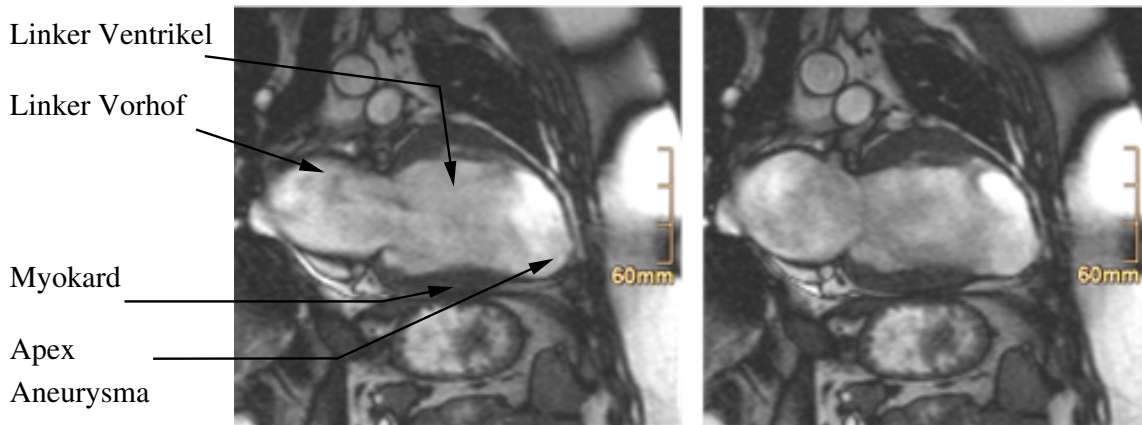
MRT Aufnahme des F003 Herzens. *Links*: Systole. *Rechts*: Diastole. [143]
